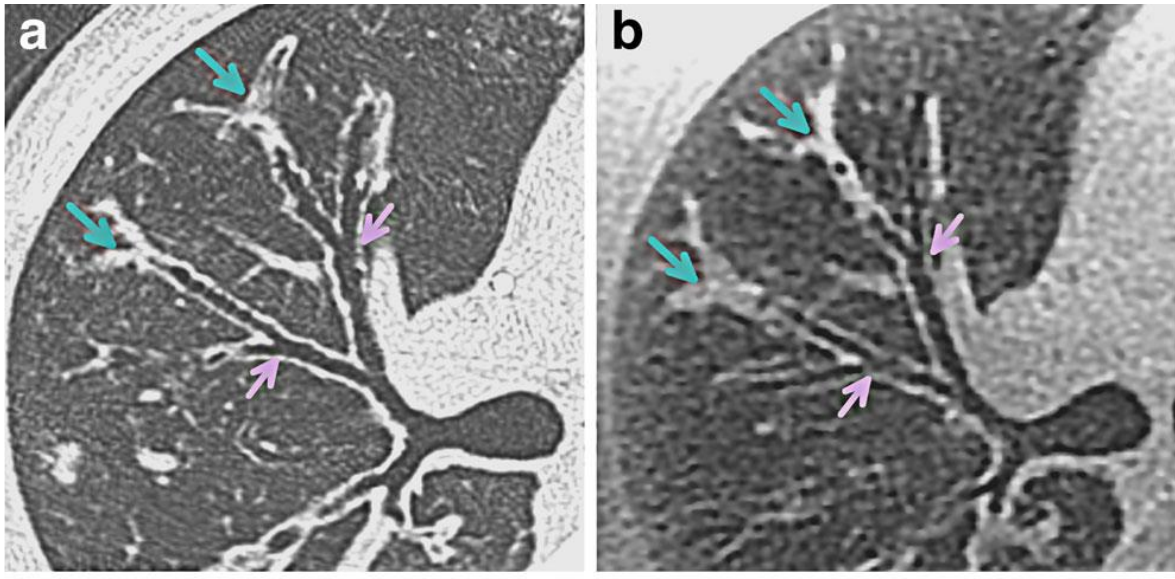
Coupe axiale du lobe supérieur droit chez un homme de 27 ans, en scanner (a) et avec la séquence PETRA (3D UTE) (b). Le contraste de la séquence PETRA est analogue à celui obtenu en scanner en fenêtre parenchymateuse. Ainsi, il permet d'identifier les divisions bronchiques jusqu'à la 6^{ème} génération. Les parois bronchiques sont facilement analysables. Ici, elles ne sont pas épaissies. Les impactions mucoïdes distales sont identifiables aussi bien en scanner qu'en IRM. *Source : Lung morphology assessment of cystic fibrosis using MRI with ultra-short echo time at submillimeter spatial resolution.*
